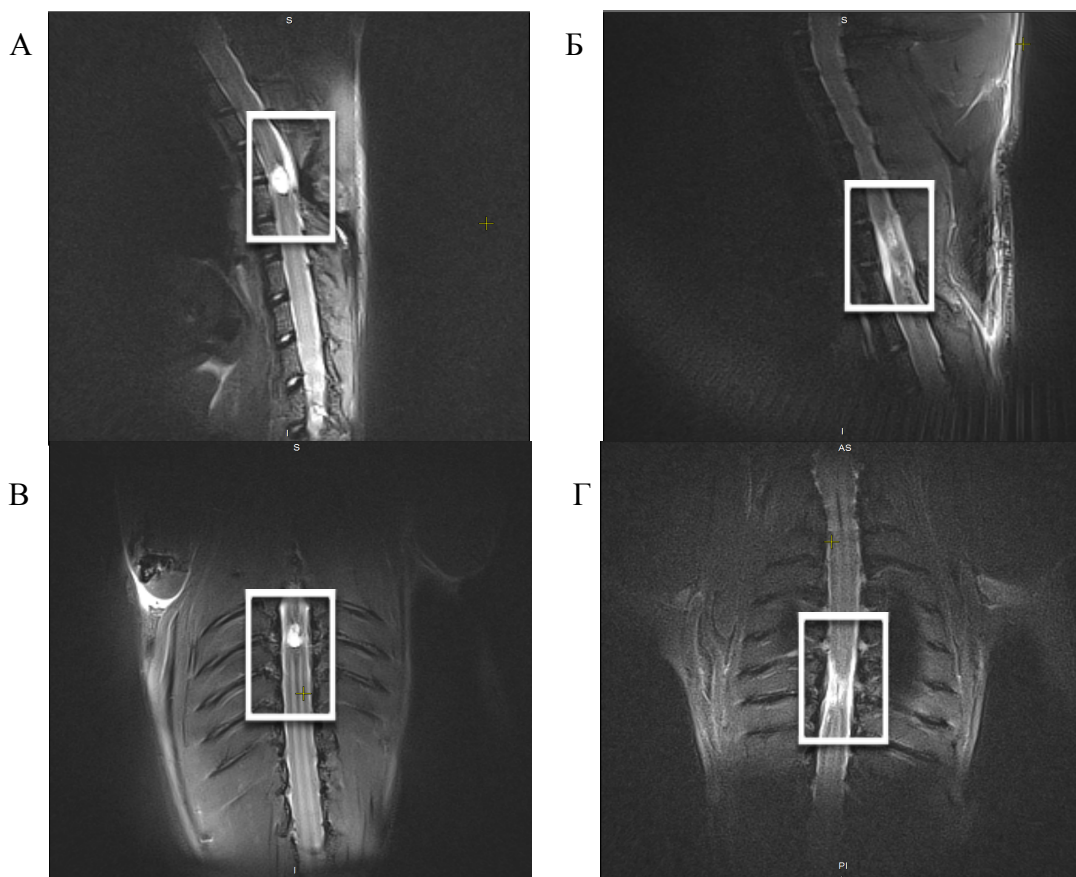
Визуализация спинного мозга через 4 недели после травмы с помощью МРТ. А, В - посттравматическая киста спинного мозга; Б, Г - хроническое повреждение спинного мозга без образования сформированных кист. Изображения были получены в сагиттальной (А, Б) и в аксиальной (В, Г) проекциях. Область травмы выделена рамкой.
